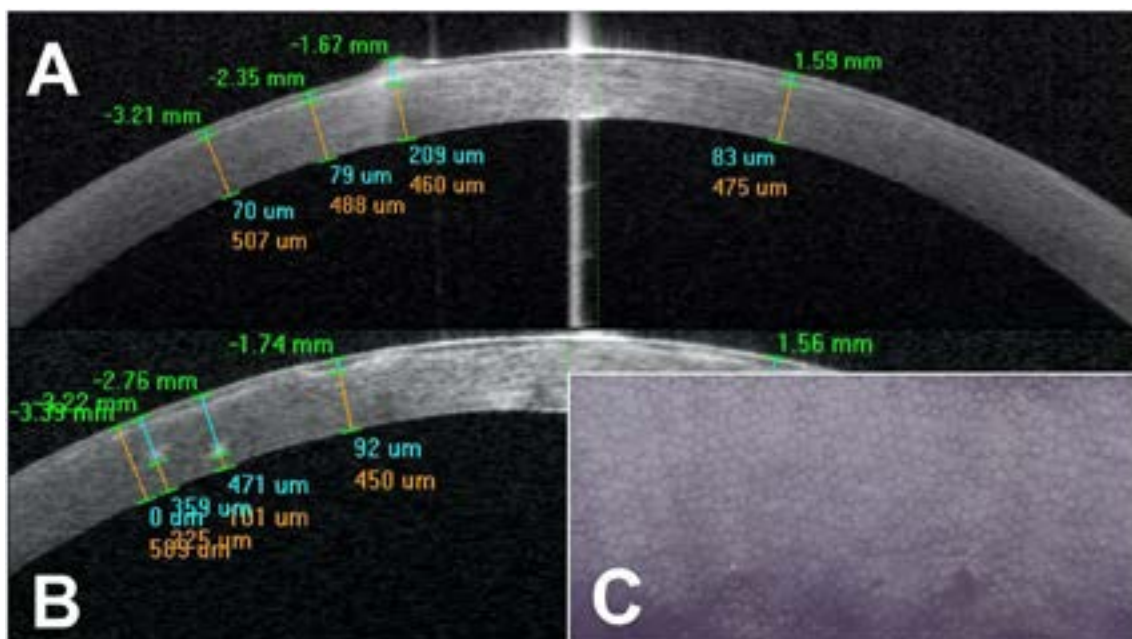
A) Tomografía de coherencia óptica (OCT) corneal en un paciente con opacidades superficiales y un pequeño nódulo sobrelevado paracentral. En este caso se indicaría una fotoablación con láser excimer (PTK). B) Paciente con distrofia estromal y opacidades a diferentes profundidades, lo cual nos hace aconsejar una DALK, ya que C) la imagen endotelial es normal.
